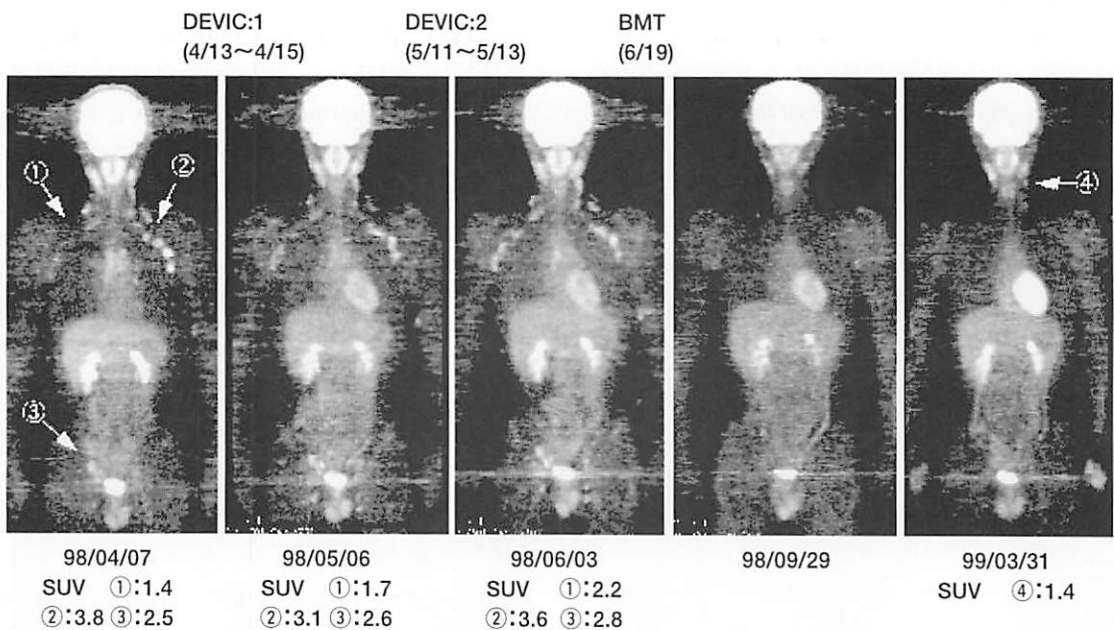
5 ¹⁸F-FDG WB PET による経過観察例
